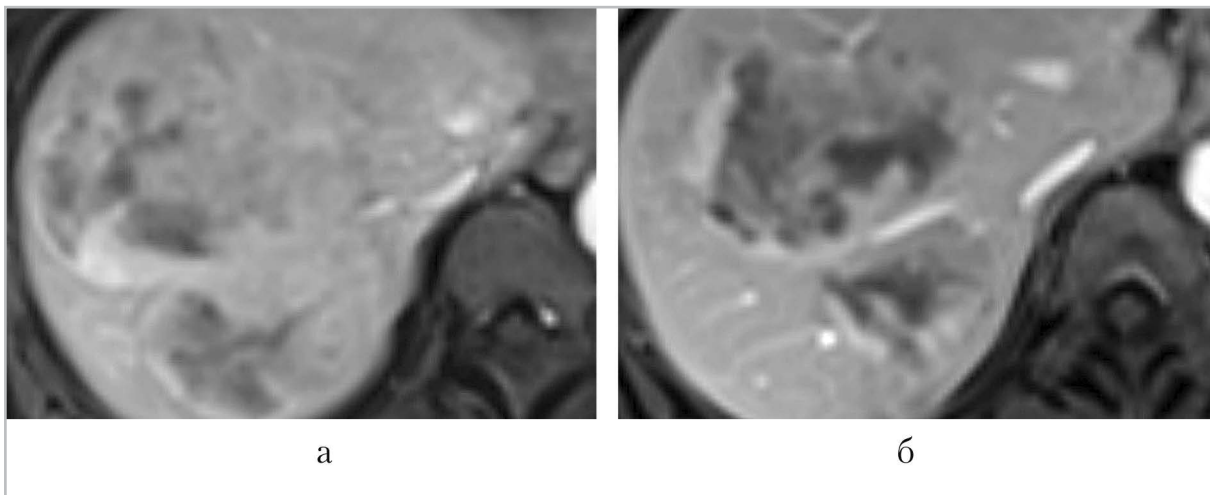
МР-томограммы органов брюшной полости, T1 VIBE в портовоензную фазу контрастирования, аксиальная проекция: *а* – до ТАХЭ; *б* – после ТАХЭ
